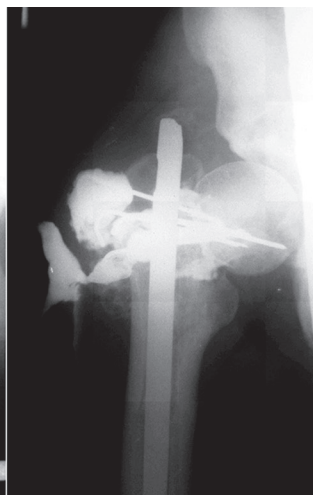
Компьютерная томография правого тазобедренного сустава и бедра при поступлении
